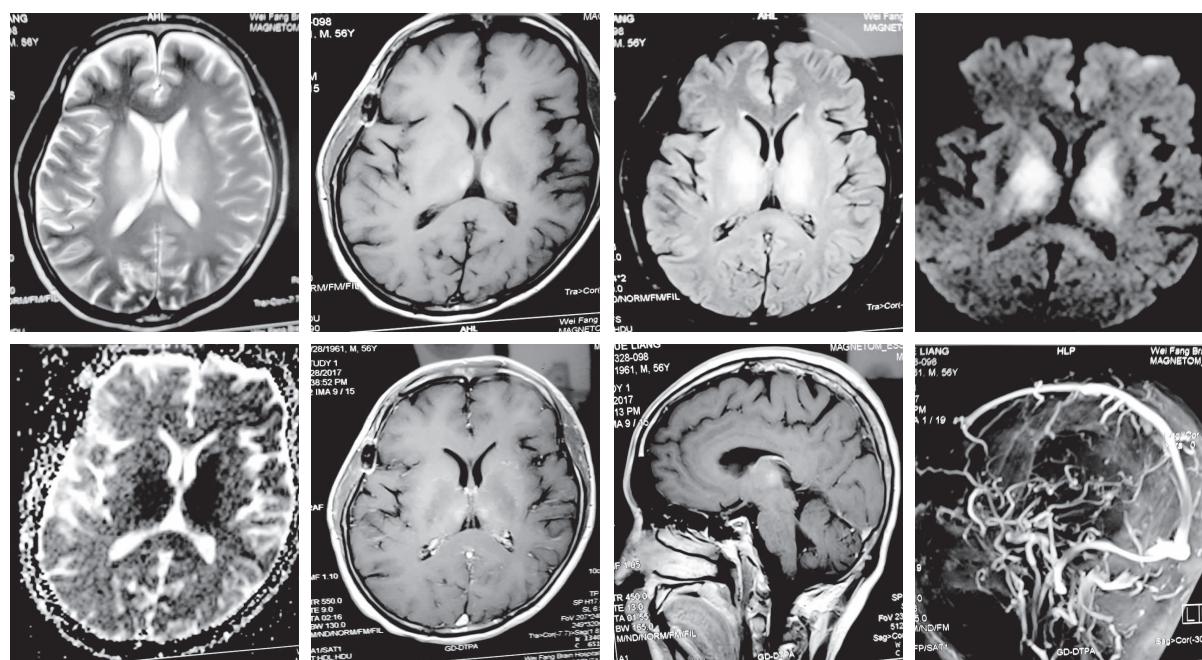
MRI  $T_2$ 像示双侧丘脑、基底节高信号改变; $T_1$ 像示基底节低信号改变;Flair 像示丘脑、基底节高信号改变;DWI 像示丘脑、基底节高信号改变;ADC 图示丘脑、基底节低信号; $T_1$ 增强扫描示双侧丘脑略有强化;MRV 示直窦不显影
